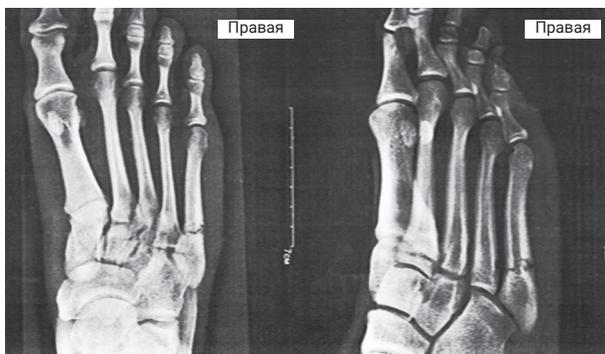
Рентгенограмма стопы профессионального футболиста 19 лет через несколько часов после внезапного появления выраженного болевого синдрома в проекции наружного края тыла стопы при прямолинейном беге средней интенсивности во время футбольного матча
